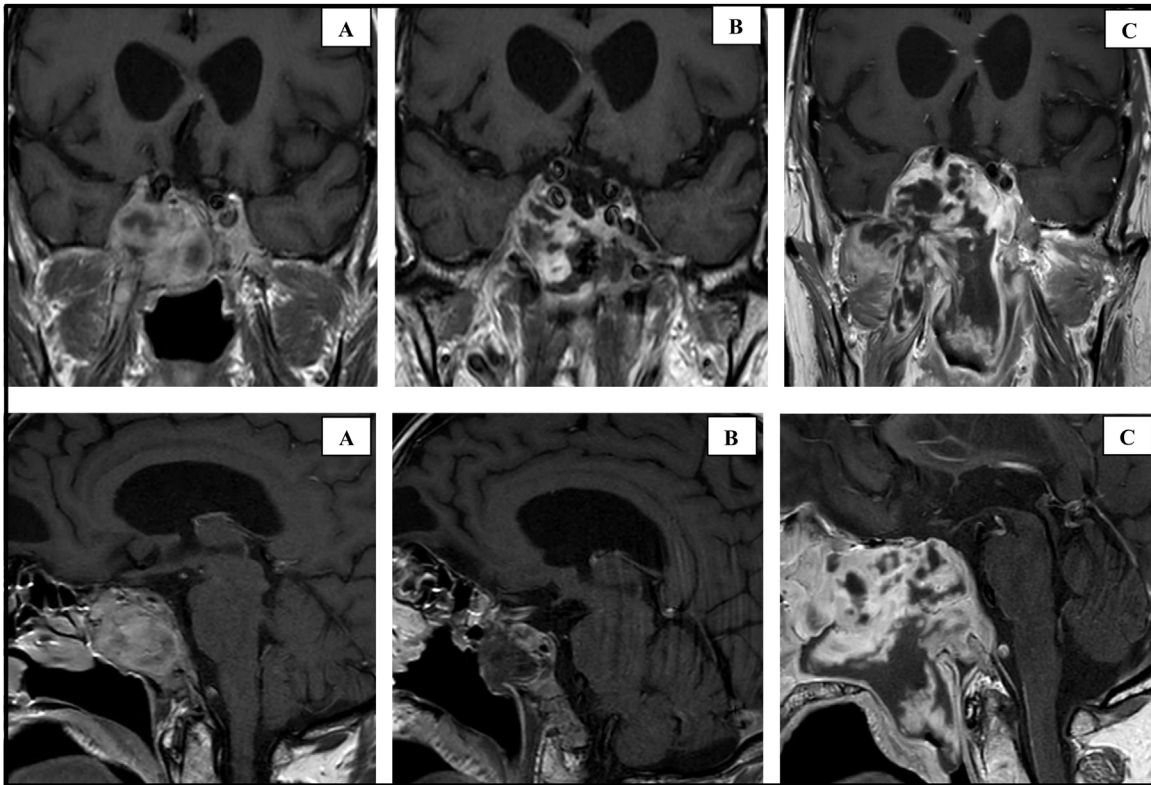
Cortes coronal y sagital de RM hipofisaria con gadolinio en diferentes momentos de la enfermedad.
